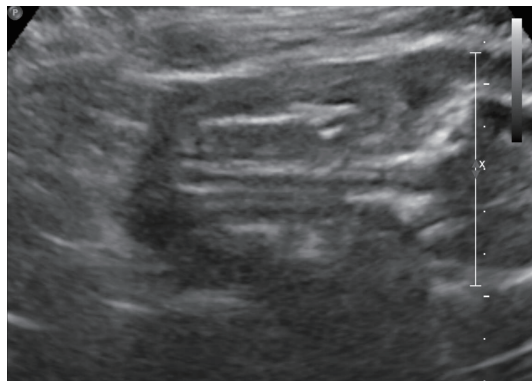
Transabdominal ultrasound on admission, demonstrating severe oligohydramnios.
